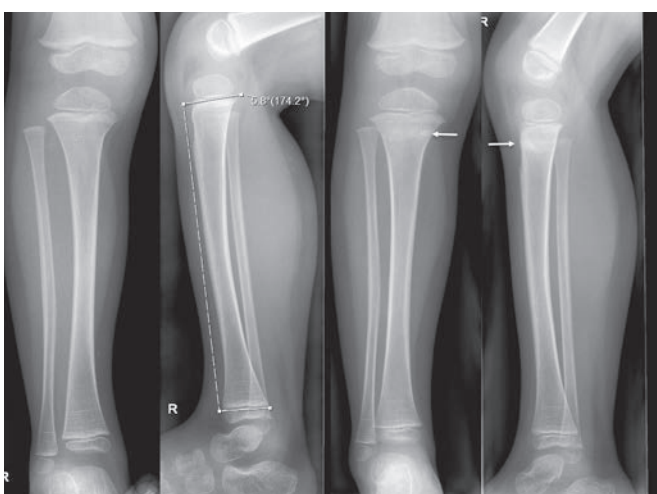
5-jähriger Knabe mit Gehverweigerung nach dem Trampolinspringen. Das initiale Röntgenbild zeigt keine Fraktur. Der Tibia-Tiltwinkel misst +5.8 Angulation nach ventral als indirekter Frakturhinweis (Normaler Tilt-Winkel neigt nach dorsal). Das Verlaufsrontgenbild nach 14 Tagen zeigt eine Sklerose (Pfeil) der proximalen Tibiametaphyse, beweisend für die proximale Tibiafraktur (Trampolinfraktur).
